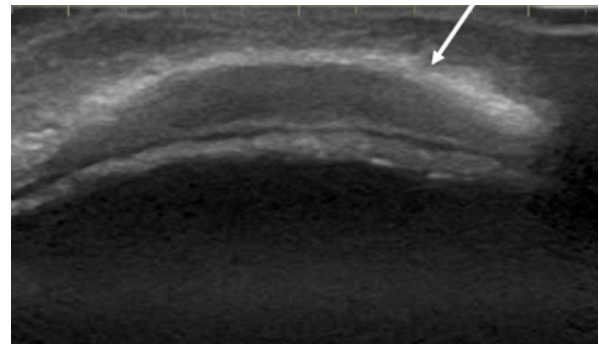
Ecografía de tejidos blandos, se muestra la colección de borde hiperecogénico correspondiente al periostio (flecha blanca).
